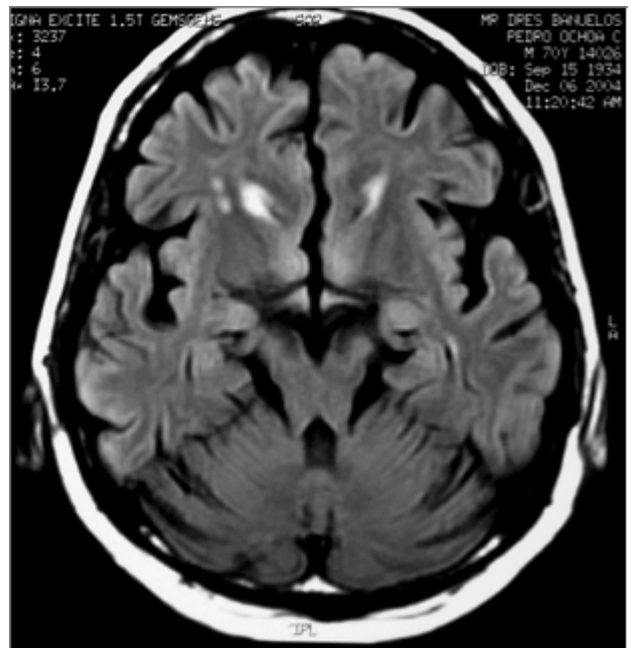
RM cortes axiales FLAIR que muestran atrofia global y señales anormales hiperintensas subfrontales. Se aprecian lesiones corticales que siguen el contorno superficial de lóbulos temporales, más notorias en el lado derecho.
